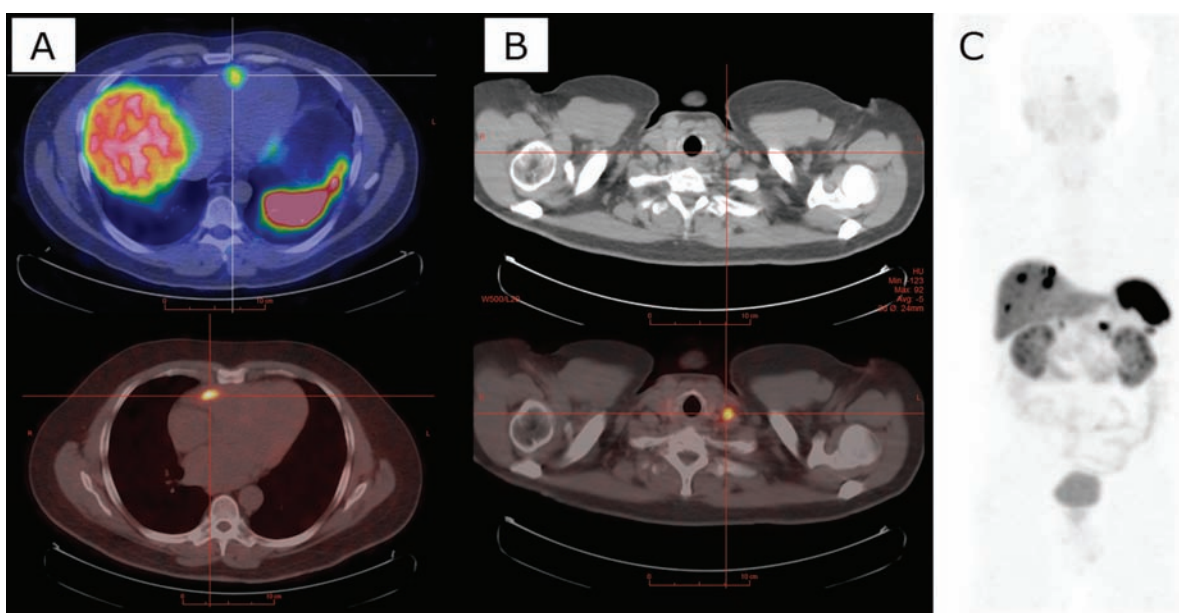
PET-Octreoscan imaging showing unsuspected lesions. Image A (top and bottom): NET cardiac metastasis in two patients. Image B (High CT, Low Fusion PET-CT): 3 mm cervical metastasis of a small bowel. Image C (PET): NET of the pancreas with multiple liver metastases.
